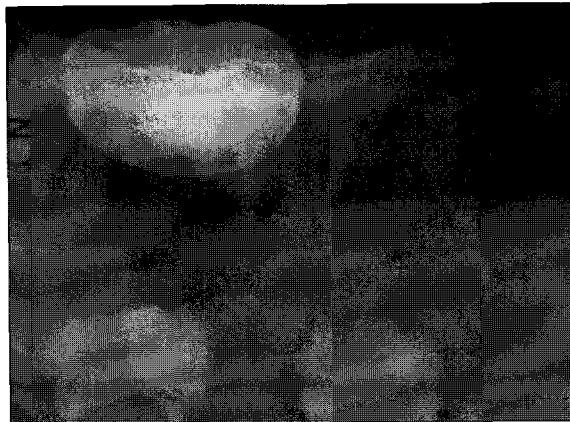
Mandibular right deciduous second molar treated with formocresol demonstrating interradicular bone destruction, severe external root resorption, and periapical bone destruction.
